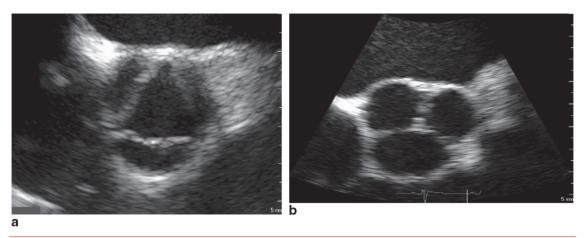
Valve aortique tricuspide visualisée en échographie bidimensionnelle (incidence parasternale petit axe) en systole (a) et diastole (b).
